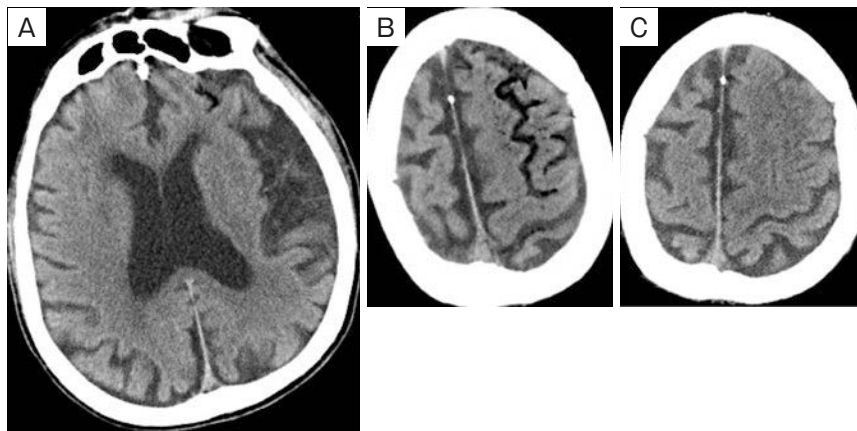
Head computed tomography findings. (A, B) Head computed tomography scan showing air within the left parietal lobe. (C) Image obtained the following day showing near-complete disappearance of air.
